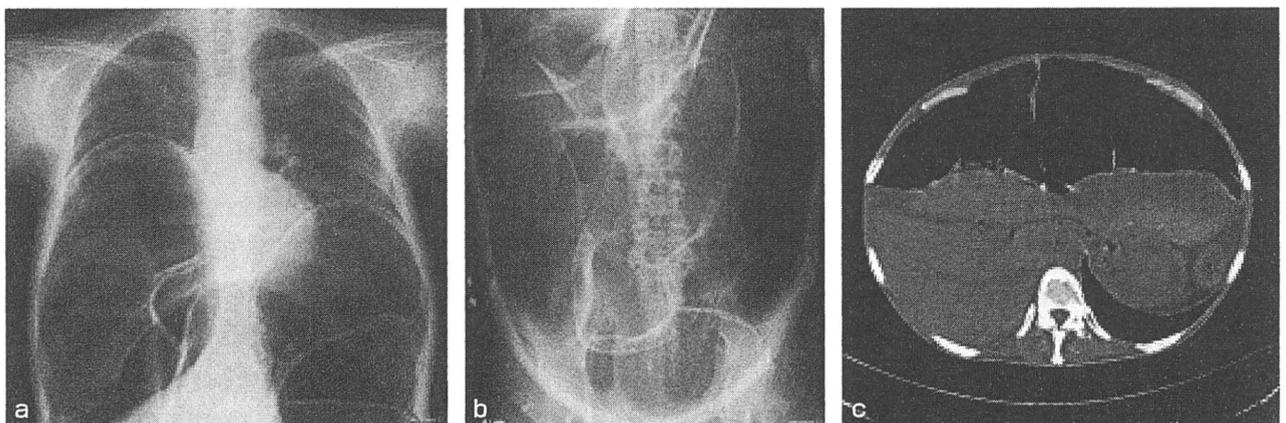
慢性偽性腸閉塞症の画像所見(臥位正面)．a：胸部単純X線写真，b：腹部単純X線写真，c：腹部単純CT写真．(文献7より引用)
